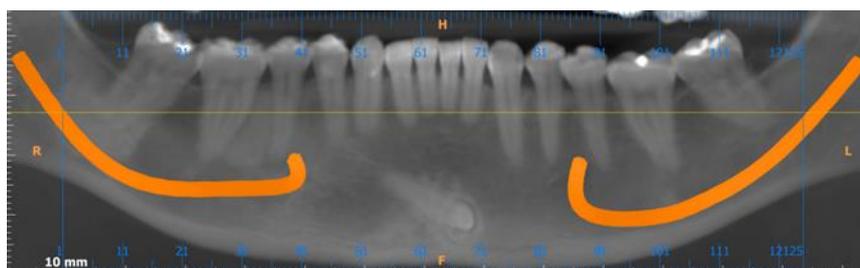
TC reconstrução panorâmica parcial
